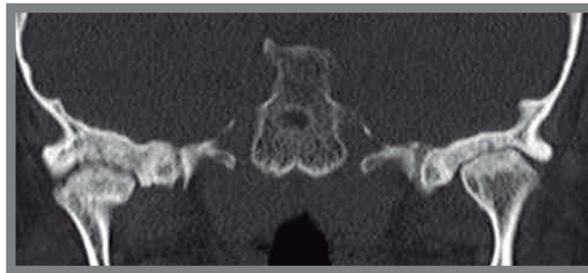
TC. Se observa una disminución en los espacios articulares asociado a las irregularidades óseas, los cóndilos se observan aplanados, estos son signos muy frecuentes en la osteoartritis.
